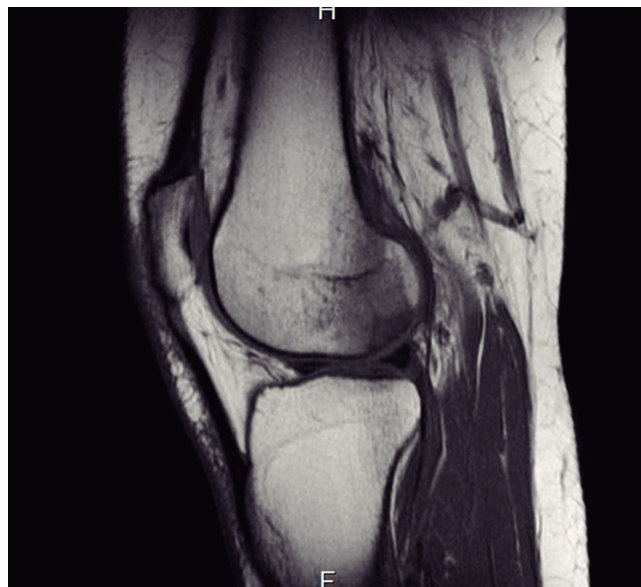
Resonancia magnética del 17 de junio de 2014. La lesión osteocondral se delimita mejor en esta secuencia sagital potenciada en T1, rodeada por el edema hipointenso.
